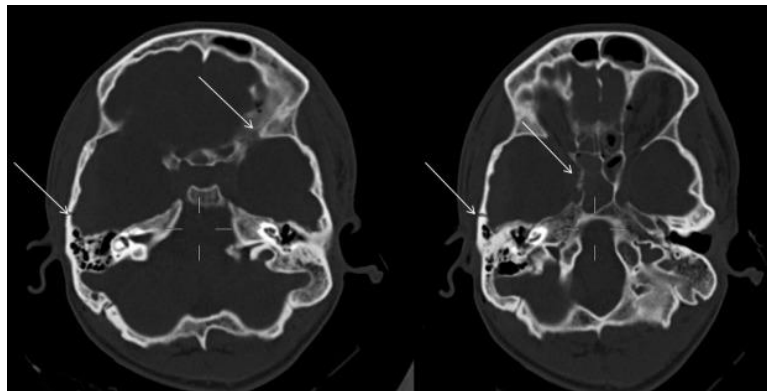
Εμπιεστικό κάταγμα κρανίου (CT), Βιβλιογραφία:
